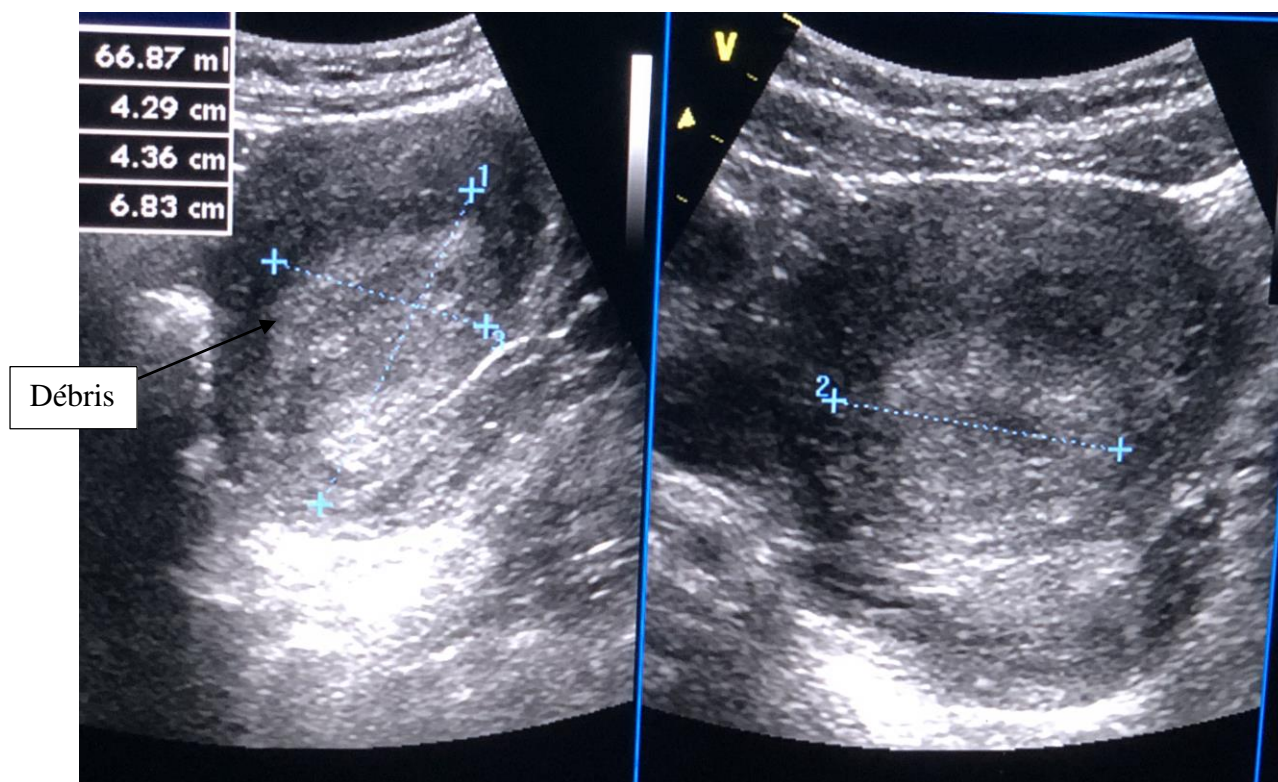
échographie sus pubienne : coupe longitudinale et transversale de l'utérus (montrant une image hyperéchogène hétérogène en son sein dont le volume estimé à 66 cc environ évoquant un avortement incomplet).
